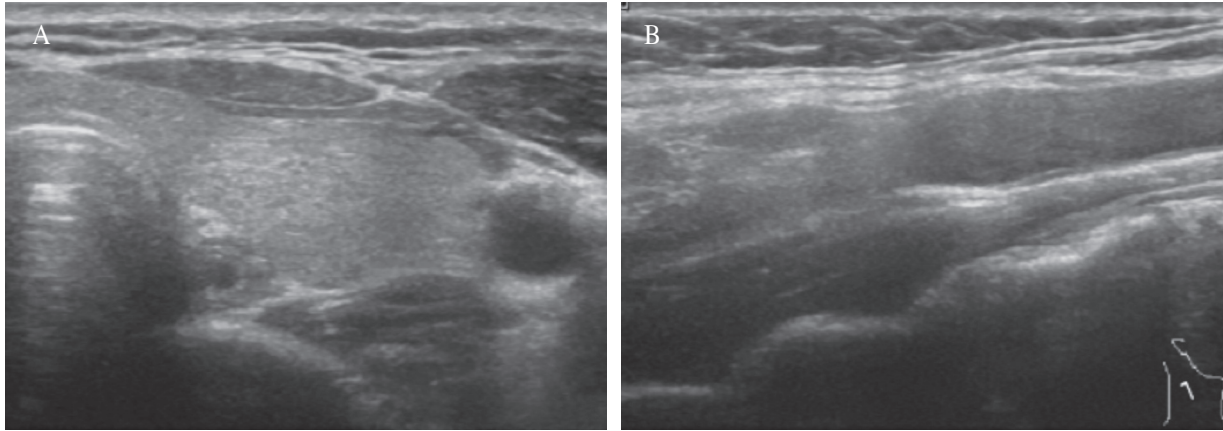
(A) After 24 weeks administration of tuberculosis medication, low echogenic mass of right lower lobe of thyroid gland was disappeared compared to previous sonography shown in Fig.1A. (B) Follow-up thyroid sonography after 24 weeks of tuberculosis treatment shows disappearance of the enlarged right jugular lymph node.
